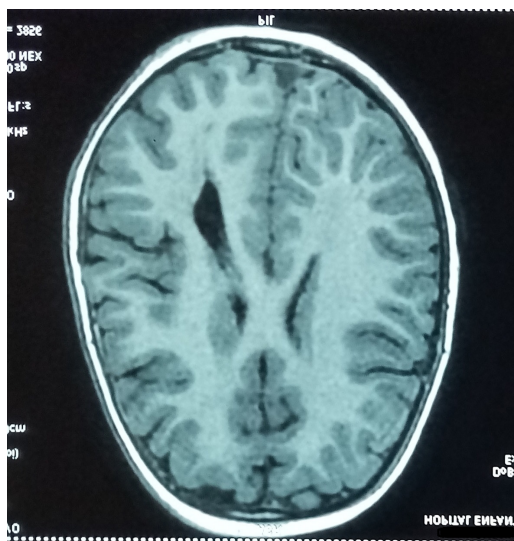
IRM cérébrale montrant une hypertrophie de l'hémisphère cérébral droit au niveau des lobes pariétal, temporal et occipital, associée à une dilatation du ventricule droit. Le cortex présente des sillons peu profonds et des circonvolutions peu nombreuses témoignant d'une pachygyrie.
